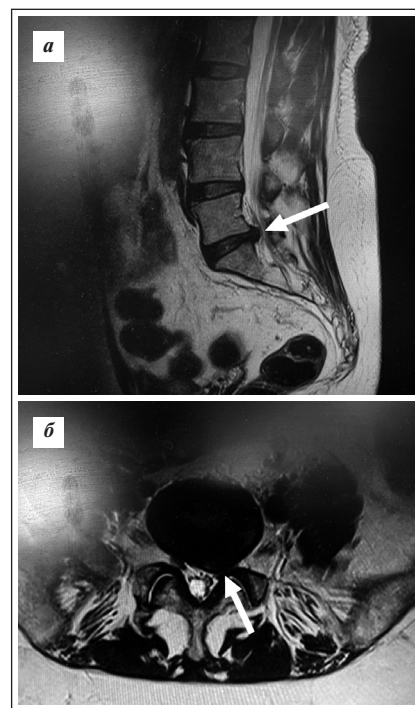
МРТ поясничного-крестцового отдела позвоночника пациента К., 39 лет, с БНЧС. Межпозвоночная грыжа диска L_V-S_I со сдавлением левого спинномозгового корешка S_I . а — продольный срез позвоночника; б — поперечный срез позвоночника
